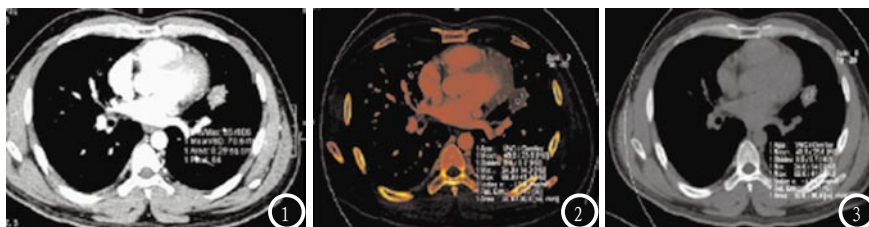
为常规CT增强扫描图像, CT值为70.8HU; 图2 为碘基图CT值为74.5HU, 病灶碘含量为1.3mg/ml; 图3 为虚拟平扫CT值48.8HU, 碘图CT值较虚拟平扫CT值增加25.7HU。
